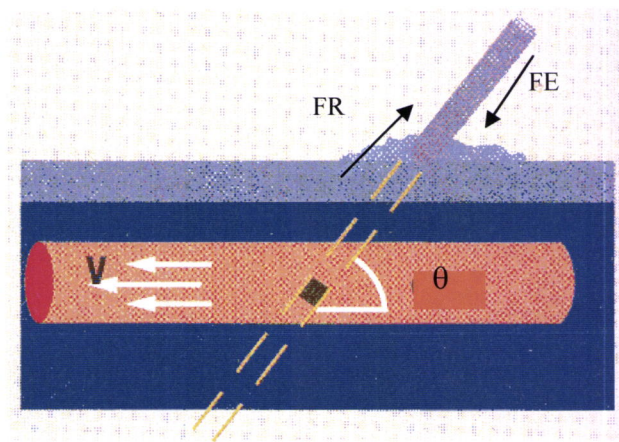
Velocidade como grandeza vectorial, segundo a equação Doppler ⁽⁷⁰⁾.
